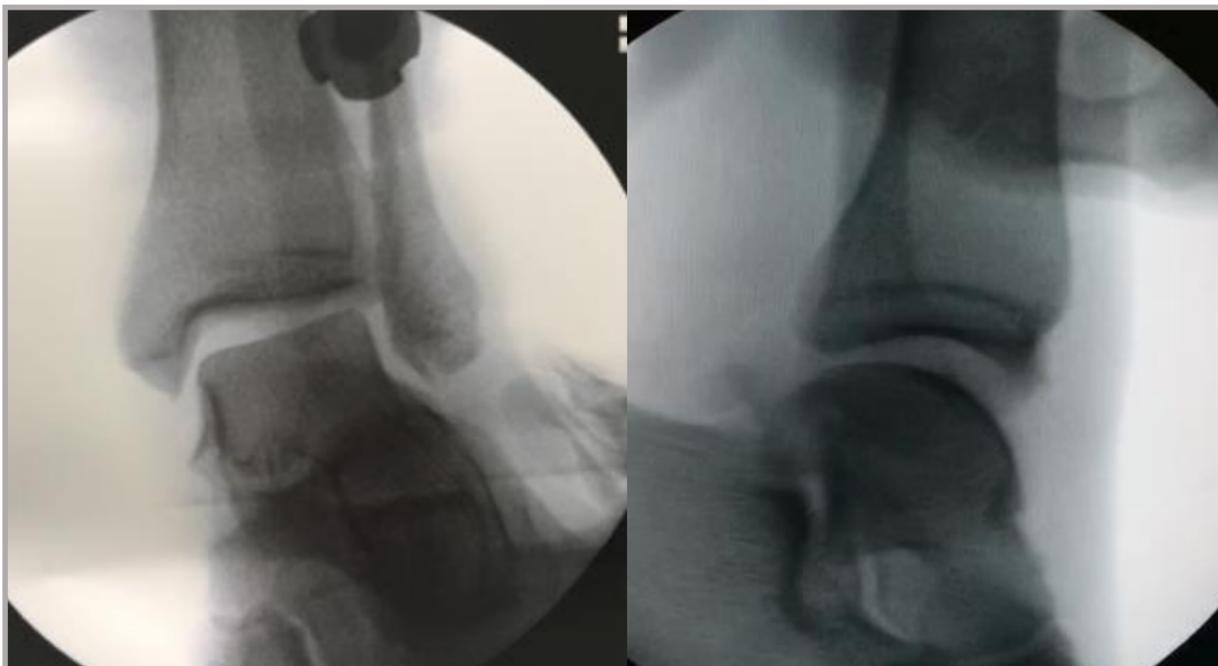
A la izquierda radiografía de estrés en valgo con apertura medial de la articulación. A la derecha apertura anterior con la flexión plantar.
